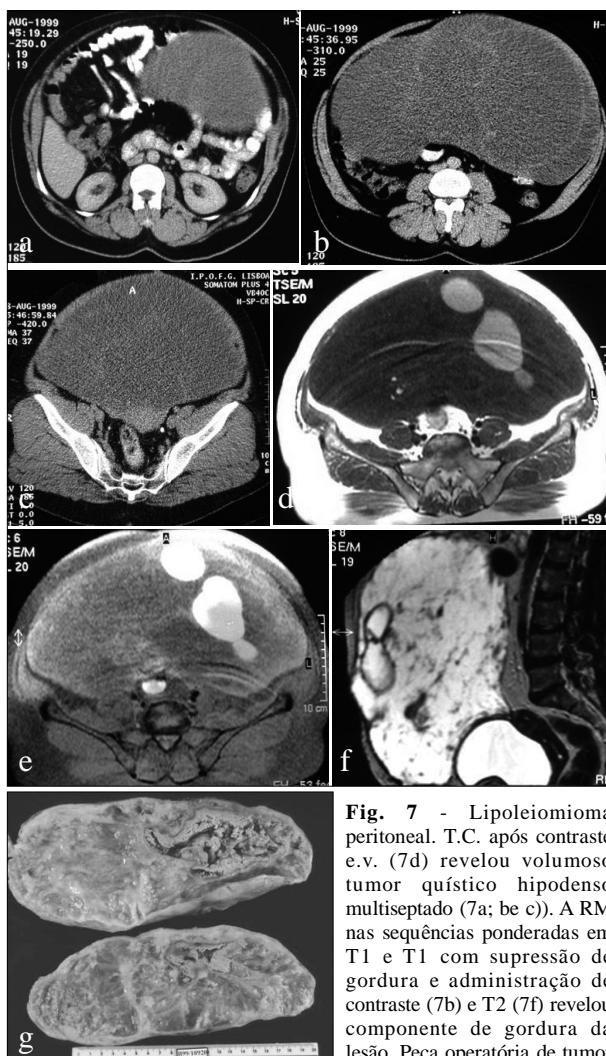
Lipoleiomioma peritoneal. T.C. após contraste e.v. (7d) revelou volumoso tumor quístico hipodenso multiseptado (7a; be c). A RM nas sequências ponderadas em T1 e T1 com supressão de gordura e administração de contraste (7b) e T2 (7f) revelou componente de gordura da lesão. Peça operatória de tumor
